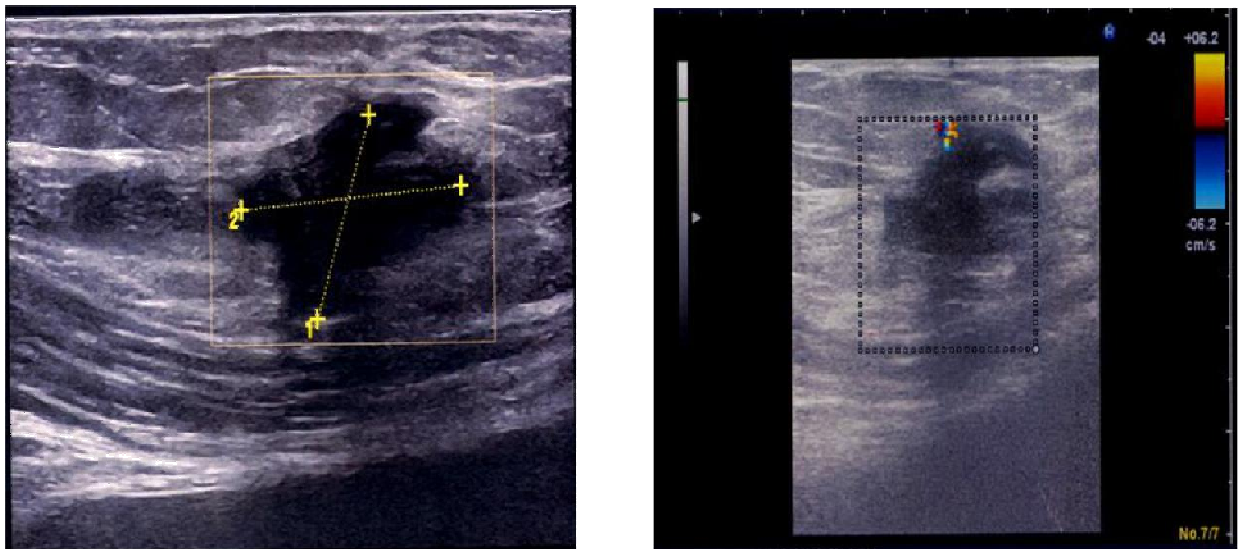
Echographie pariétale (7,5MHz) : Masse solidokystique hétérogène à limites irrégulières sans anomalies au doppler couleur.
